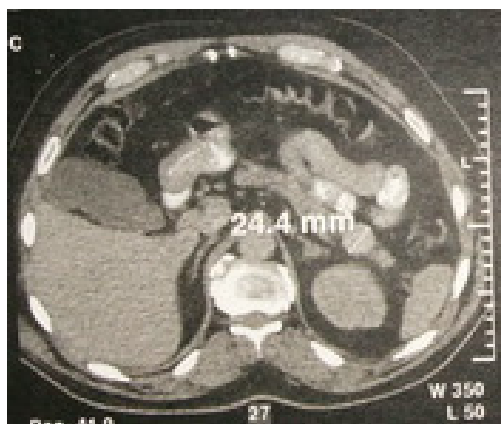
tomografie computerizată: insulinom pancreatic. Formațiune bine delimitată a cozii pancreasului.
